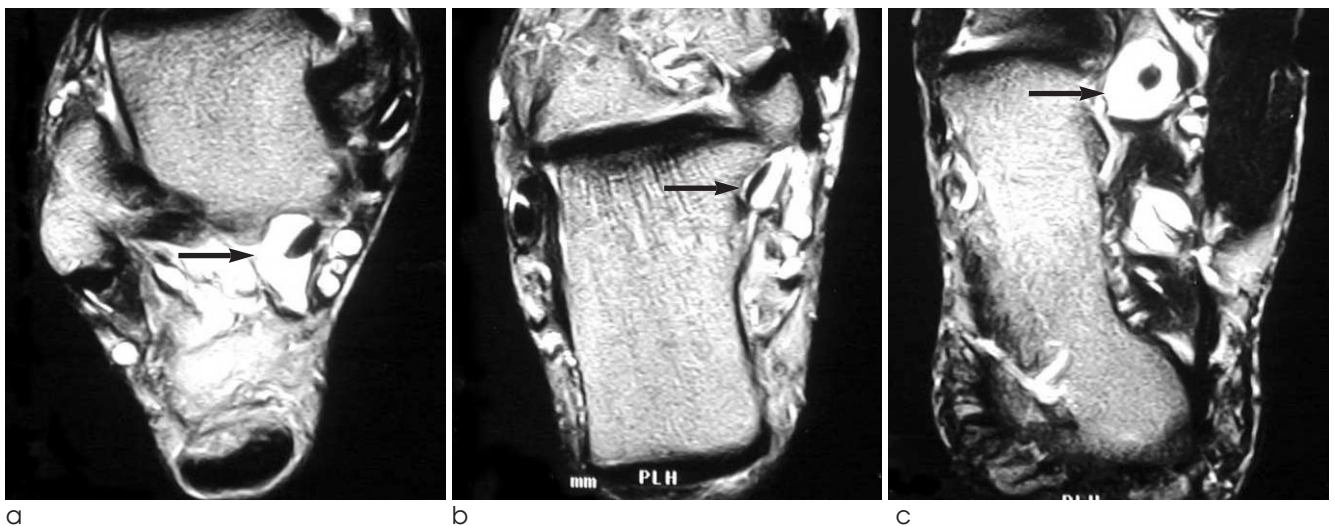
A 49 year-old male with medial ankle pain. Consecutive axial T2-weighted MR images(2400/80) show a large amount of fluid (grade 3, arrow) in proximal (a) and distal (c) FHL tendon sheath and moderate amount of fluid(grade 2, arrow) in mid (b) FHL tendon sheath.
